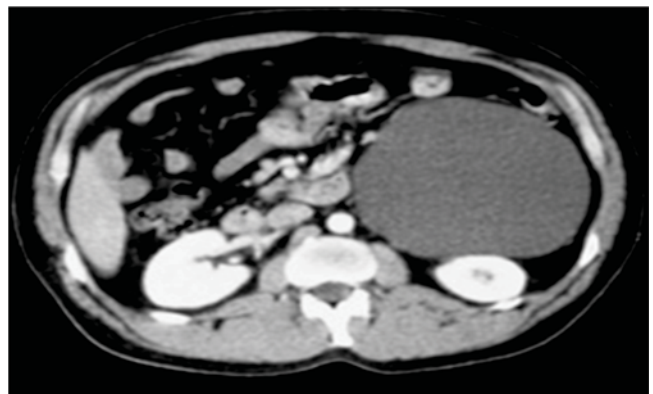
Tomografía axial computarizada que pone de manifiesto la cercanía de vasos dependientes de cava y aorta.
